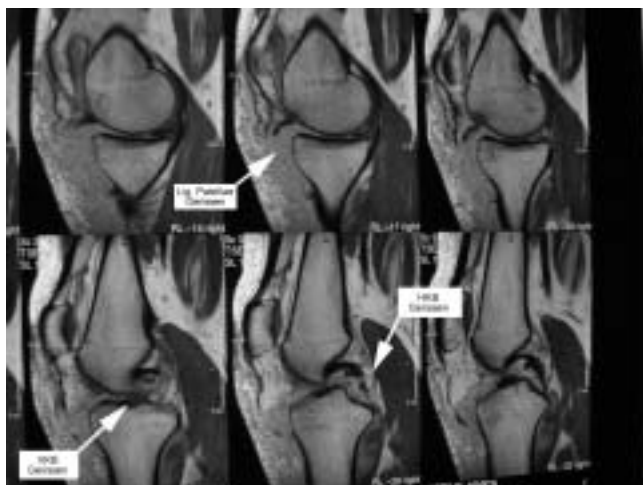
MRI sagittal, T1 gewichtet: komplette Ruptur des Ligamentum patellae sowie des vorderen und des hinteren Kreuzbandes.
